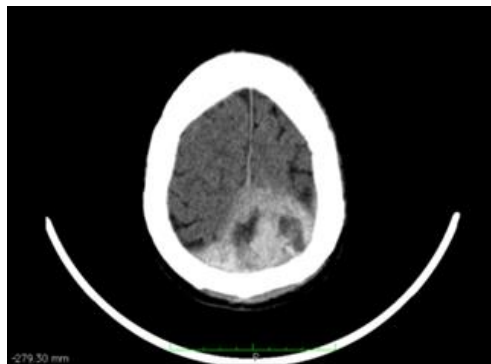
Computed tomography of the patient head from 19-09-2013*
